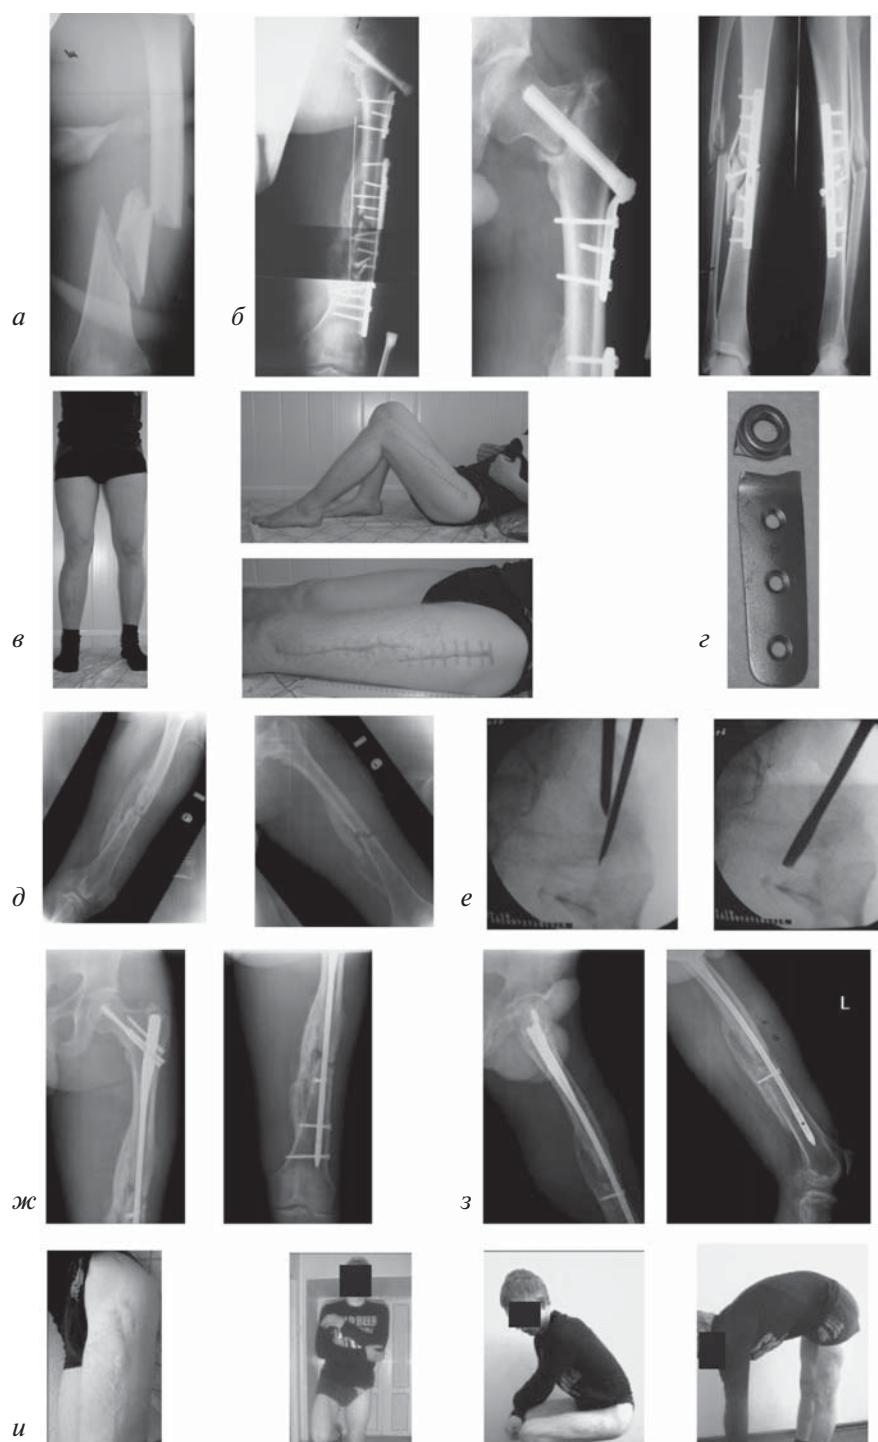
Результат первичного накостного остеосинтеза при переломах левого бедра и костей правой голени у больного Е., 24 лет: *а* — рентгенограмма левого бедра: фрагментарный перелом левой бедренной кости в верхней и средней третях со смещением отломков; *б* — непосредственный результат первичного остеосинтеза: проксимального отдела левой бедренной кости — трехлопастным гвоздем с диафизарной накладной пластиной; диафиза левого бедра — пластиной DCP и правой большеберцовой кости — пластиной DCP; *в* — внешний вид и функция нижних конечностей больного перед ревизионным остеосинтезом: варусная деформация и укорочение левого бедра, разгибательная контрактура левого коленного сустава; *г* — перелом извлеченной во время ревизионной операции опорной диафизарной накладной пластины трехлопастного гвоздя; *д* — рентгенограммы левого бедра после первого этапа оперативного лечения — удаления ранее установленных металлических конструкций; *е* — этап ревизионной операции — закрытая корригирующая остеотомия в области шеечно-диафизарного угла под контролем электронно-оптического преобразователя; *ж* — результат ревизионного остеосинтеза после установки интрамедуллярной конструкции Aescular PFN-long, устранения варусной деформации бедренной кости посредством введения полярного винта, восстановления шеечно-диафизарного угла, длины левого бедра и дистального блокирования; *з* — сращение переломов левой бедренной кости через 5 месяцев; *и* — внешний вид левого бедра, восстановление функции левой нижней конечности через 9 месяцев после ревизионной операции
